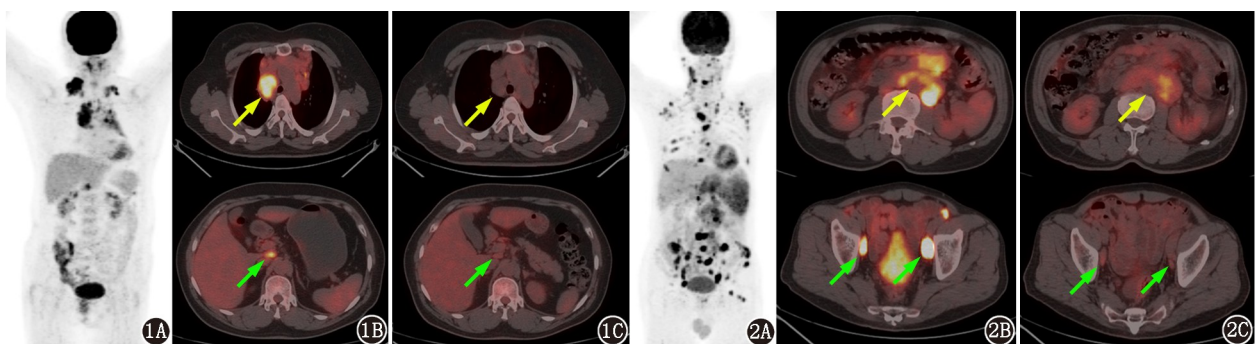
霍奇金淋巴瘤 (HL) 患者 (女, 53 岁) ^{18}F -FDG PET/CT 显像图。1A. 病灶累及双颈间隙、纵隔及腹膜后淋巴结; 1B, 1C. 化疗前后纵隔病灶最大径由 4.1 cm 降至 3.2 cm (黄箭头示), 腹膜后病灶最大径由 2.1 cm 降至 1.5 cm (绿箭头示)
